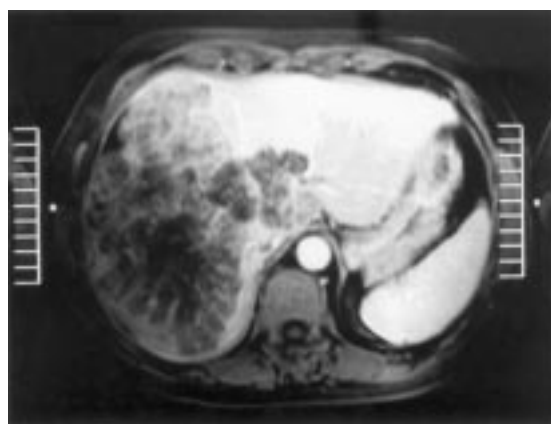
TAC abdomen muestra gran lesión hepática que compromete segmentos 4, 5, 6, 7 y 8
